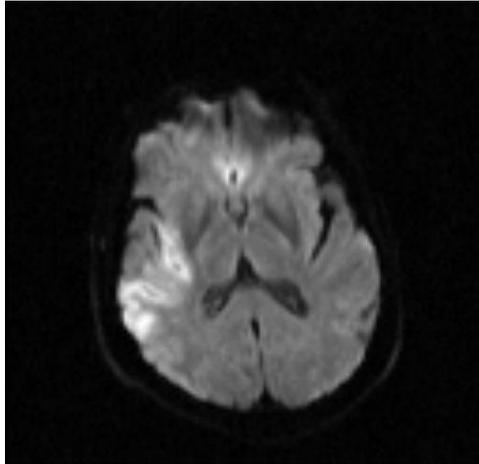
Imagen de resonancia magnética por difusión, paciente SP.
